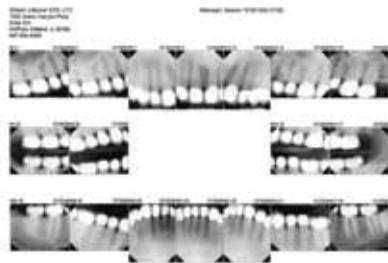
Рентгенограммы, полученные после фиксации коронок цементом
